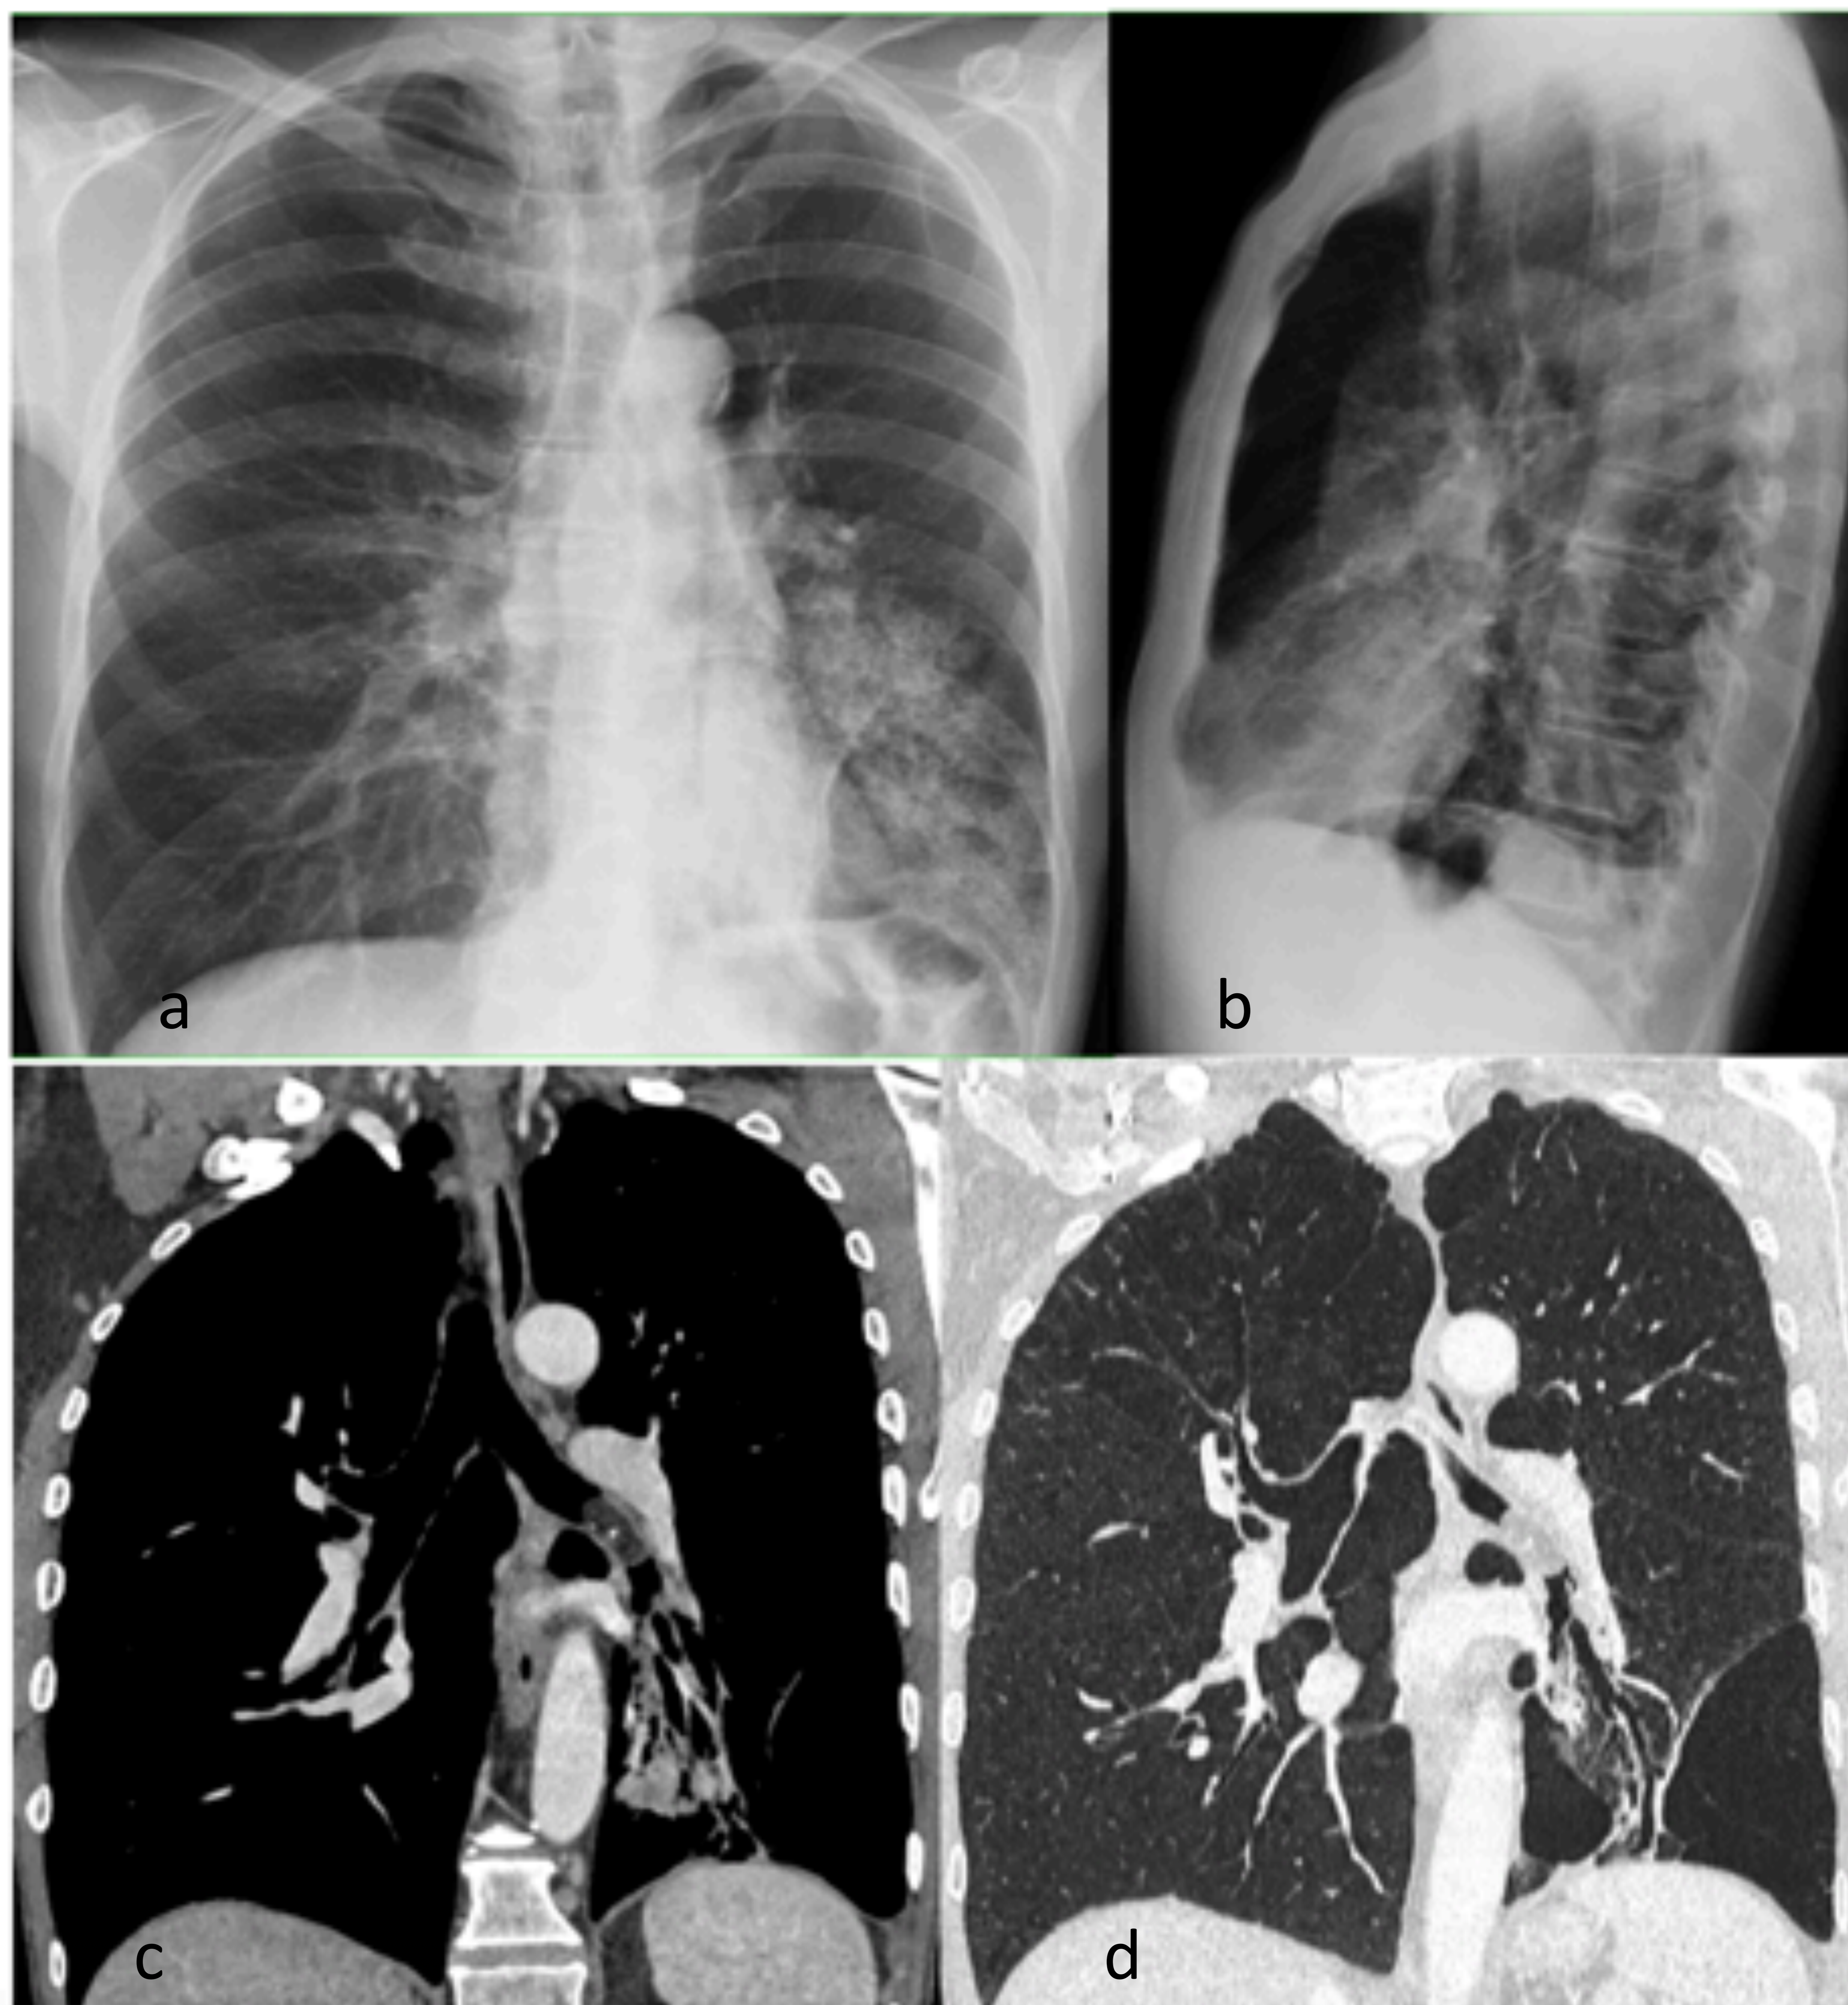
varón de 70 años, fumador, EPOC. Consolidación en LII con broncograma aéreo e imágenes sugerentes de bronquiectasias cilíndricas en radiografía de tórax (a,b), confirmadas en TC (c y d, ventanas de partes blandas y de pulmón, corte coronal) con broncoceles asociados, únicamente en el área ventilada por el bronquio intermediario izquierdo, en el cual se visualiza una tumoración endobronquial con atenuación grasa y calcificación puntiforme. Anatomía patológica: lipoma. Signos de enfisema pulmonar y bulla subpleural en LII.
